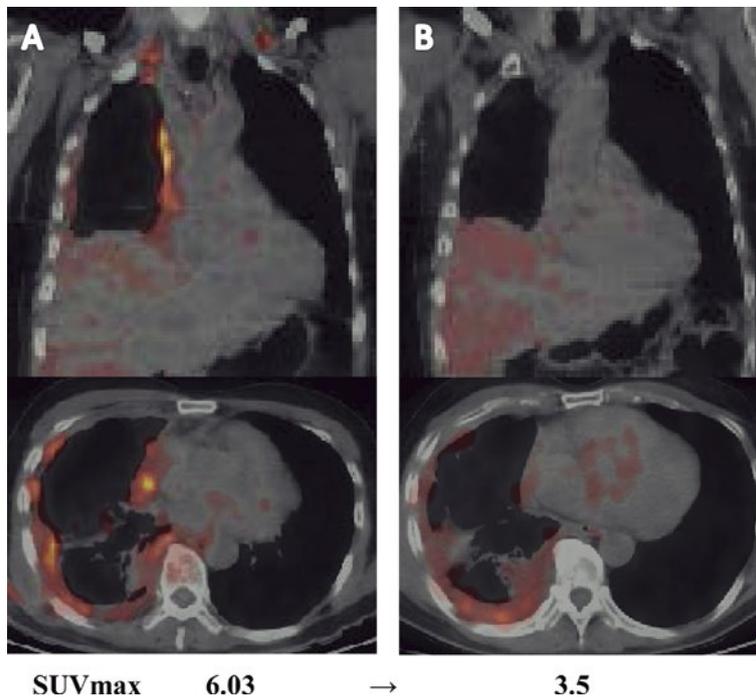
A case of PET-PR in CT-SD cases. Patient classified as stable by CT and responder by PET. CT and PET monitoring prior to chemotherapy (A) and after the chemotherapy (B). SUVmax dropped from 6.03 at baseline to 3.5 after three cycles of chemotherapy.
